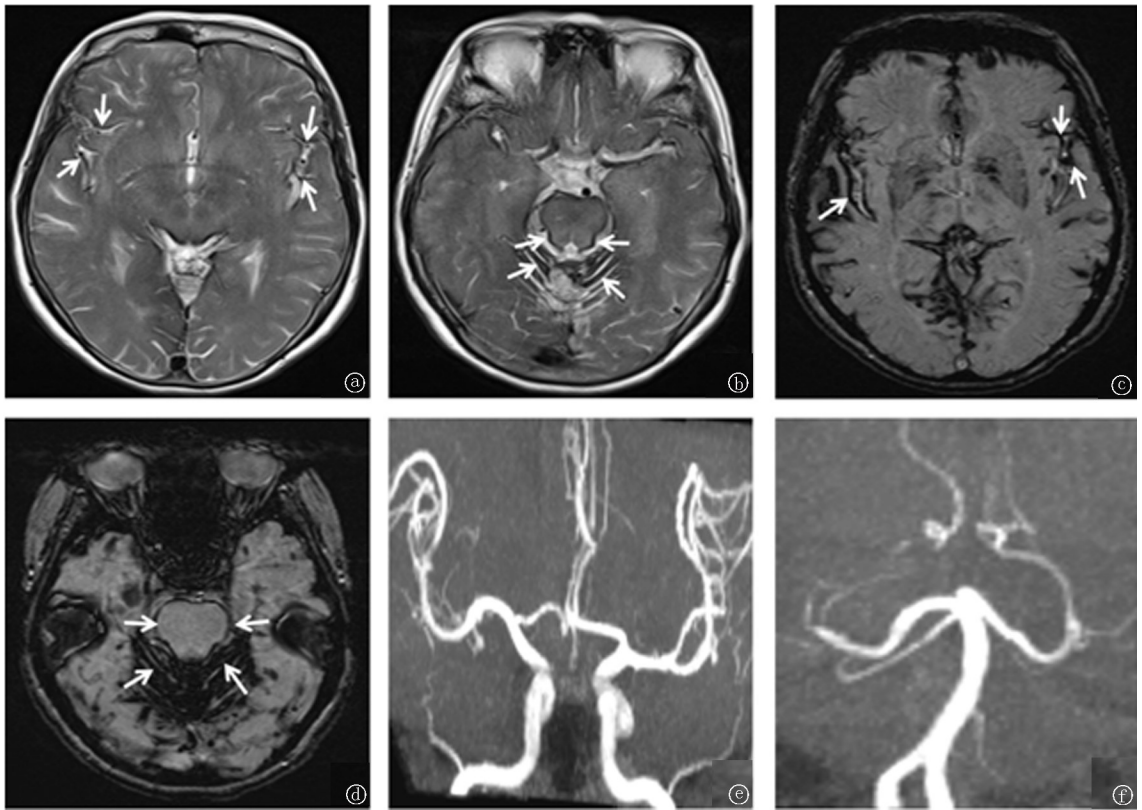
颅脑 MRI 检查 a~d. 分别展示的 T2WI 序列和 SWI 序列上侧裂池、脑干及小脑位置脑表面呈线状排列的低信号(箭头)。e~f. 为患者前后循环的 MRA 增强影像,均未见明显的动脉瘤、血管畸形和颅内动脉硬化与狭窄
